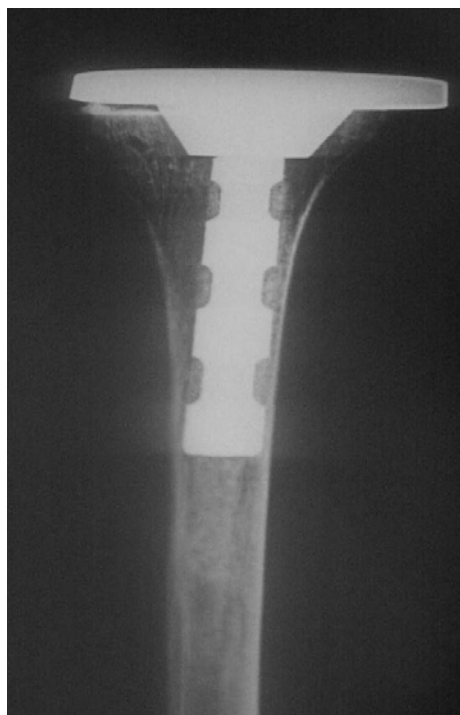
Radiografia antero-posterior da tibia após cirurgia.
